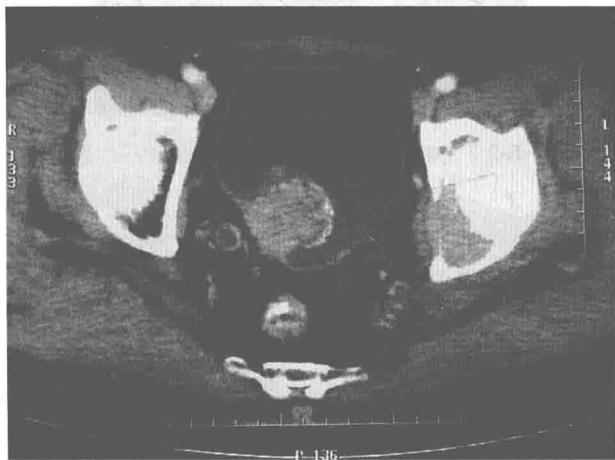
增强CT显示膀胱右侧壁广基占位性病变,累及膀胱壁全层
